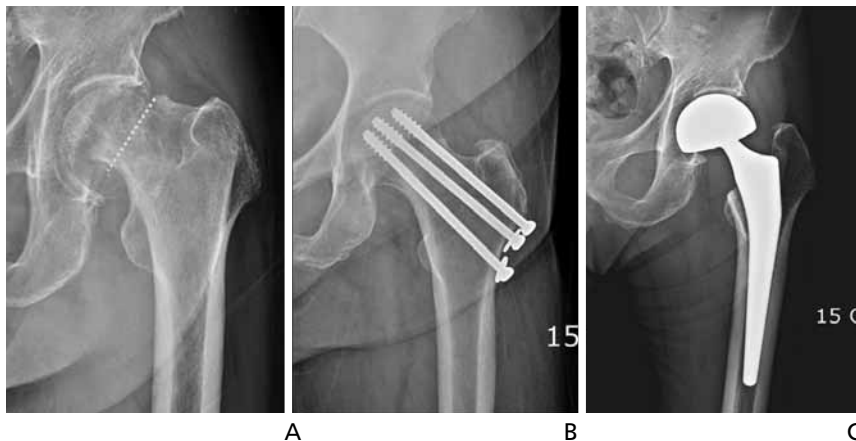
Radiographs of femur neck fracture and various surgical methods. (A) Femur neck fracture, (B) multiple pinning, and (C) bipolar hemiarthroplasty.
